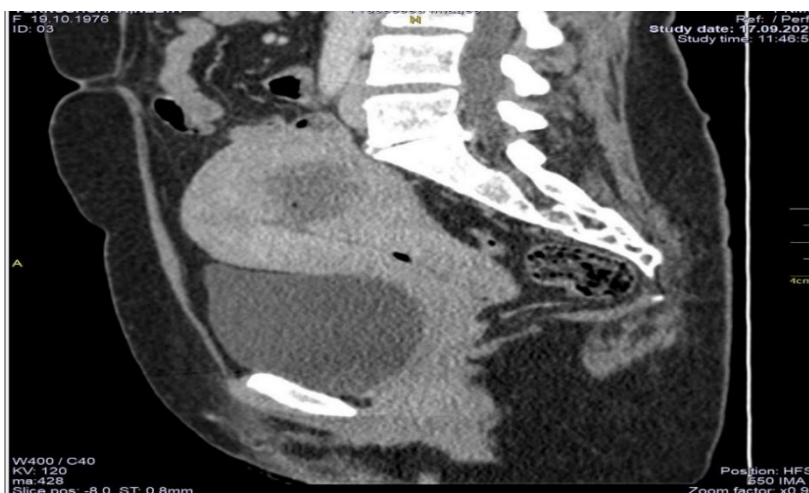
Комп'ютерна томографія пацієнтки Т. в сагітальній проекції з в\в контрастування.
